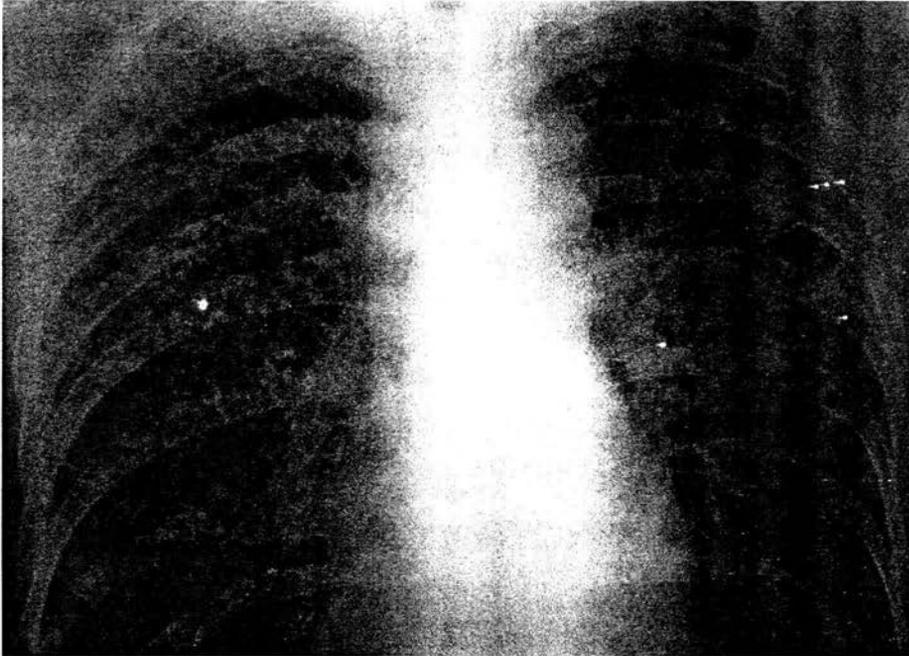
Radiografía de tórax. Tuberculosis miliar, multiples nódulos dispersos en forma bilateral. De paciente con S I D A
